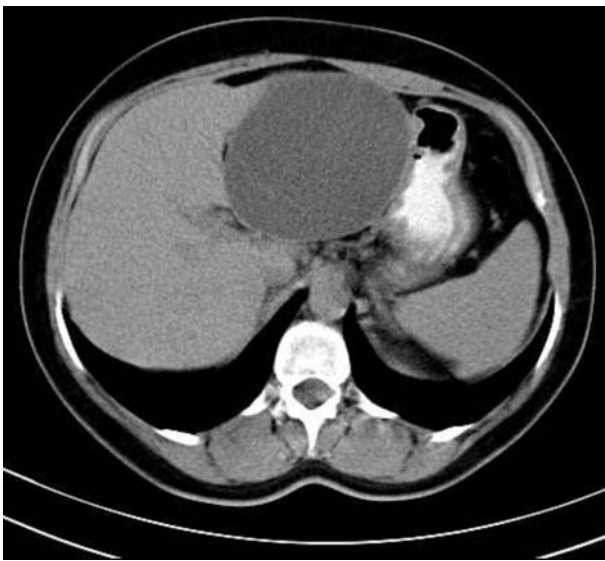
Спиральная компьютерная томография органов брюшной полости больной О. Киста левой доли печени.
